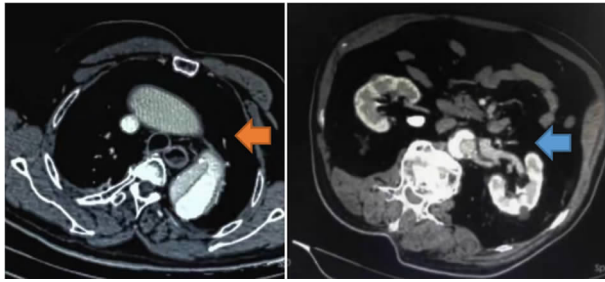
主动脉 CTA(蓝色箭头示夹层累及左锁骨下动脉,橙色箭头示双侧肾动脉发假腔)
